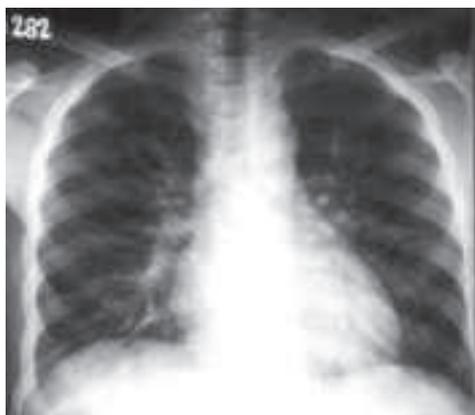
Radiografia de torax pós afogamento.
